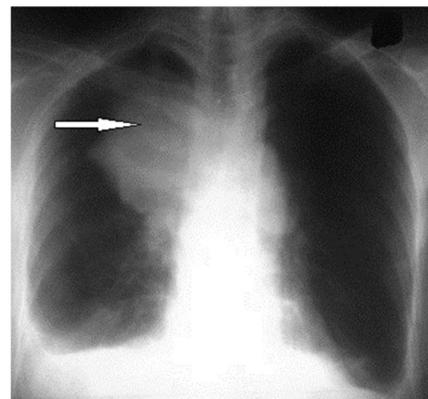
Radiographie du thorax en incidence de face montrant une opacité dense et homogène sus hilaire droite à limite interne plongeant dans le médiastin et à limite externe nette (flèche blanche).
